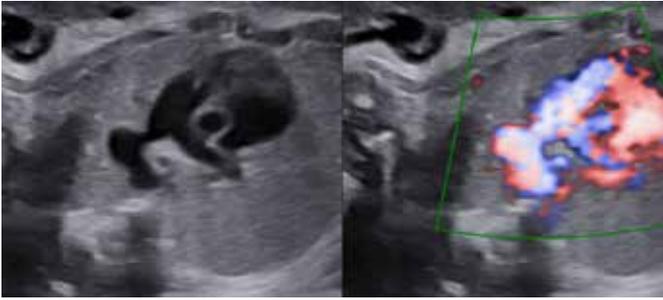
Corte: tronco pulmonar e doppler de amplitude.
